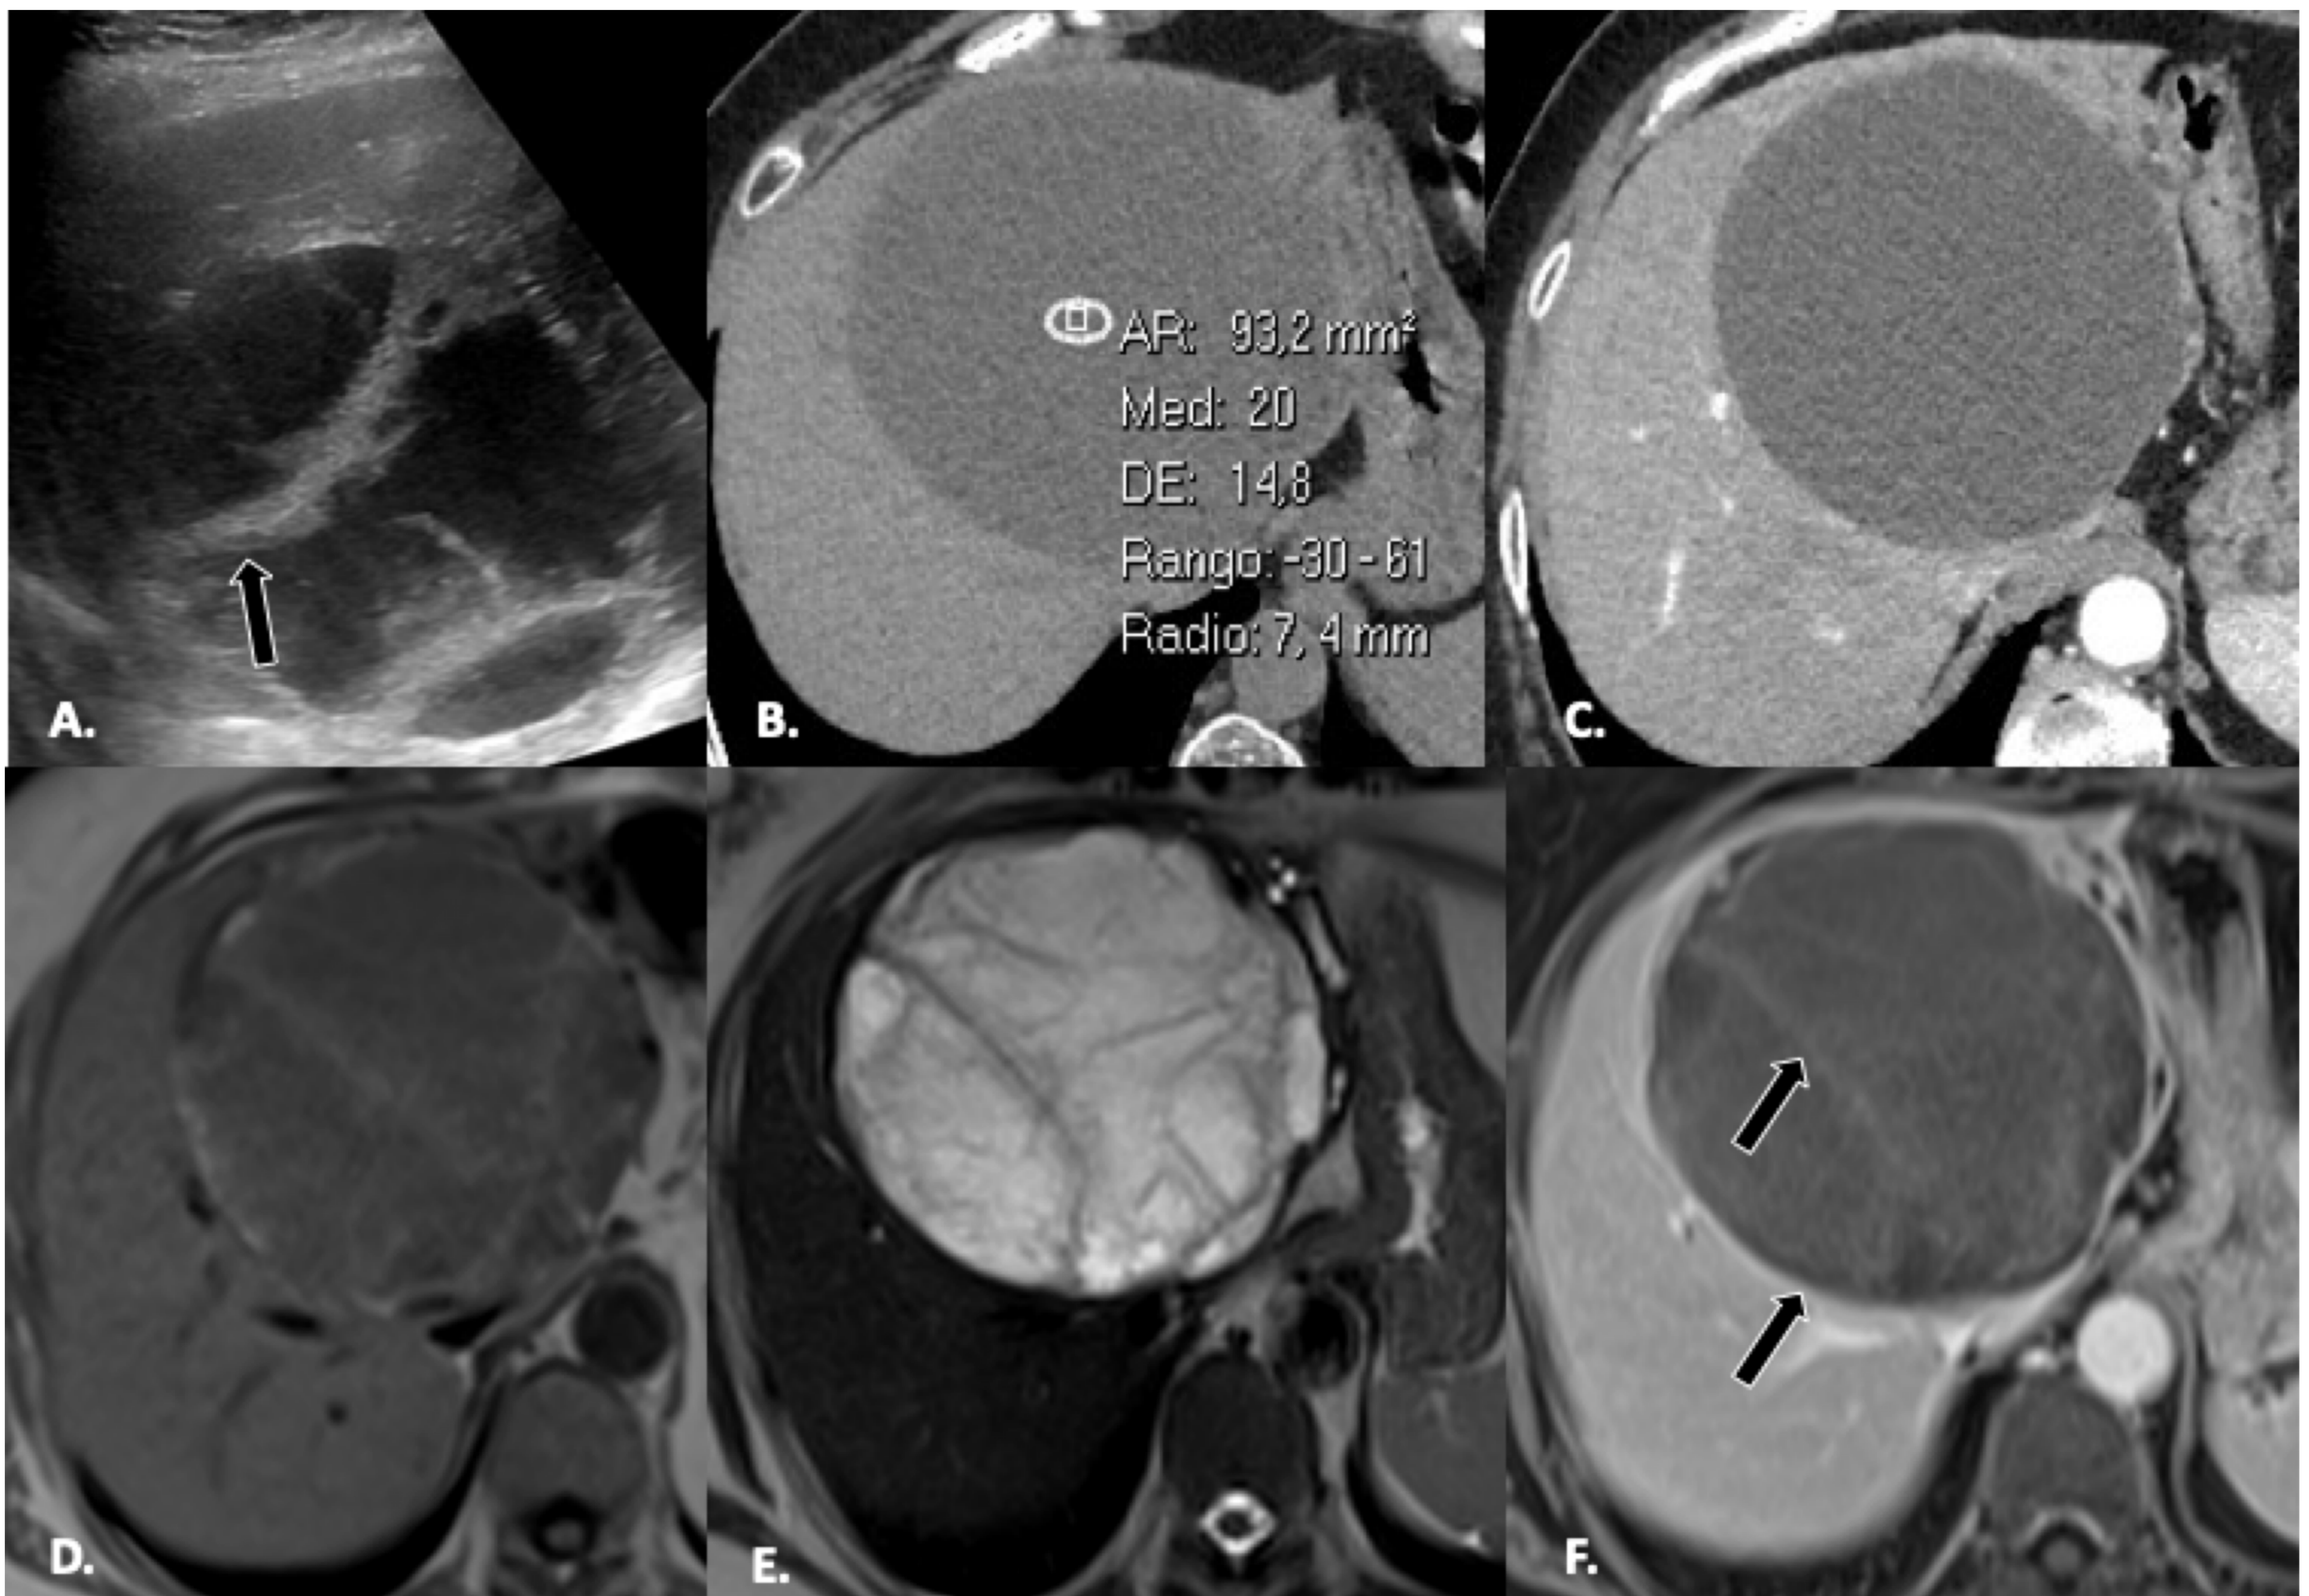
Quistes hidatídicos en mujer de 63 años. Membranas del endoquiste desprendidas (signo del camalote) muestran áreas lineales ecogénicas (flecha)(A). Las imágenes axiales de TC sin contraste(B) y con contraste(C) muestran una lesión quística homogénea e hipoatenuante. La matriz hidatídica muestra una intensidad de señal intermedia a baja en las imágenes potenciadas en T1(D) y una intensidad de señal alta en las imágenes ponderadas en T2(E). Tras la administración del contraste, se observa un leve realce del contenido del quiste, incluidos los septos y la pared fibrosa periquiste (flechas)(F).
